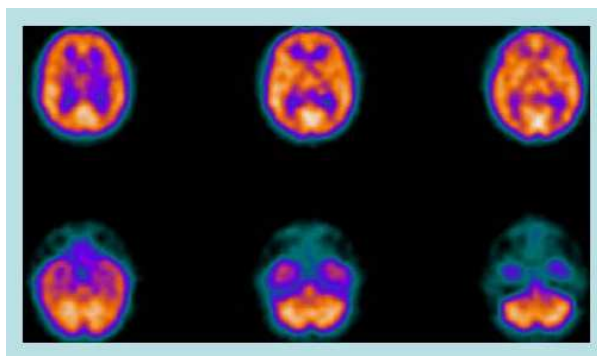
SPECT cerebral de perfusión
